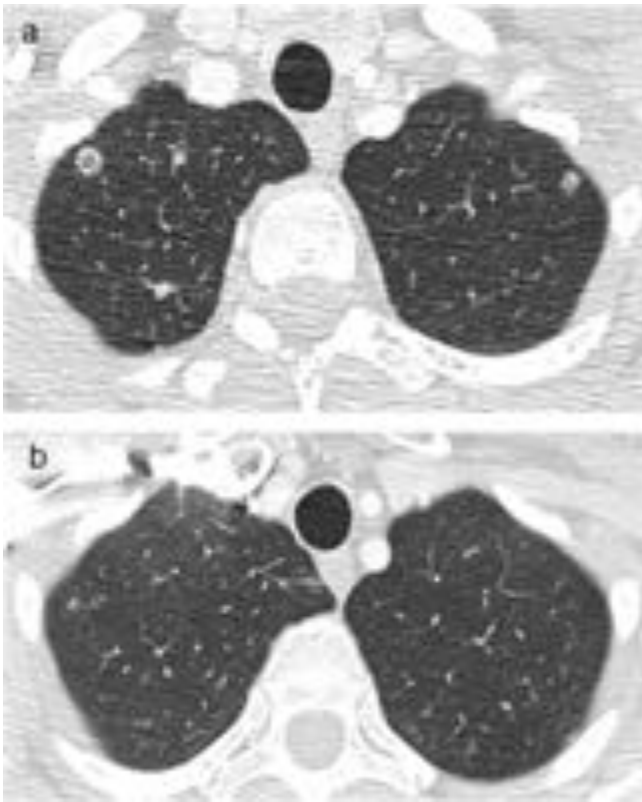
Metástasis pulmonares en mujer de 47 años diagnosticada de adenocarcinoma avanzado endometriode de alto grado tratada con quimioterapia. (a) En la TC se evidencian múltiples lesiones nodulares bilaterales sólidas, en vidrio deslustrado y con SHI. (b) TC realizada dos meses después tras tratamiento con quimioterapia con clara mejoría de las lesiones.
